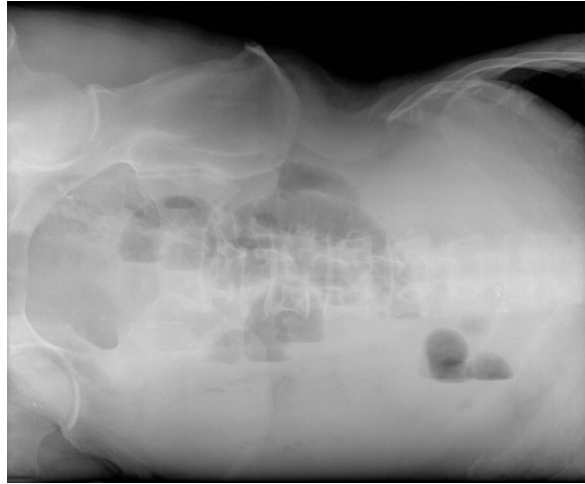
Abdomen-leer-Röntgen bei inkarzierter Narbenhernie.
